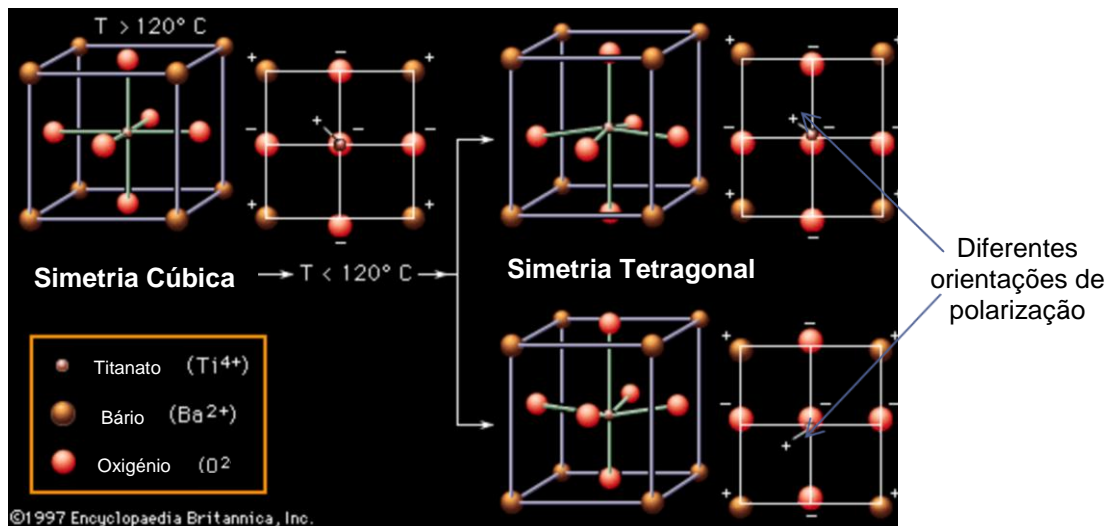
Representação da estrutura cúbica e tetragonal da célula unitária de BT. Adaptado de [19].
